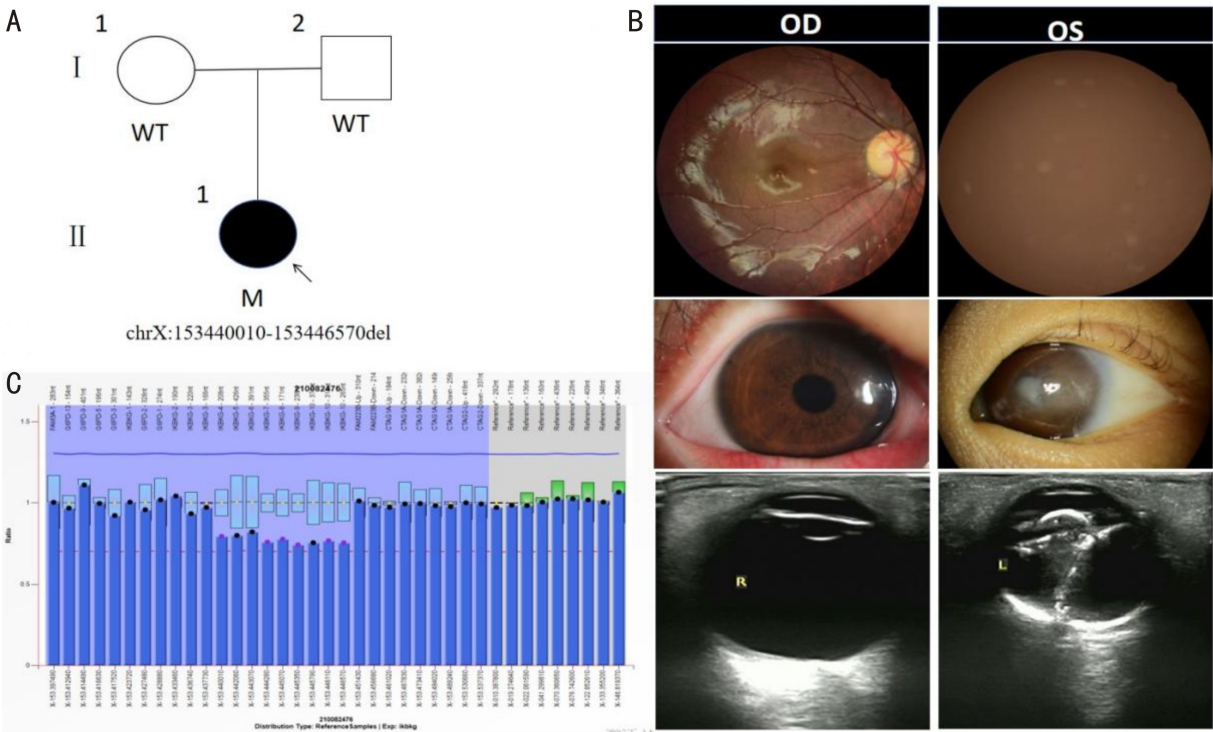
IP 患儿序列分析及相关眼部检查 A:患儿的家系图;B:眼底照相显示右眼视盘盘周可见萎缩弧,视网膜呈豹纹状改变。左眼底窥不入。眼前节照相示左眼角膜上皮带状混浊,晶状体皮质呈灰白色混浊,虹膜粘连、纹理不清,瞳孔膜闭。B 型超声检查,左眼眼轴短,眼内结构紊乱;C:测序结果:在先证者中检测到 *IKBKG* 基因 4-10 外显子杂合缺失的变异 chrX:153440010-153446570del。
